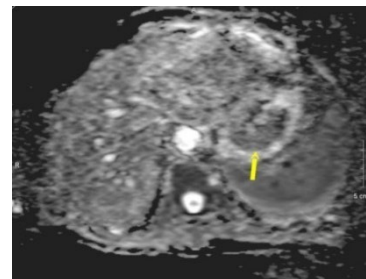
DWI ( $b=800$ )
